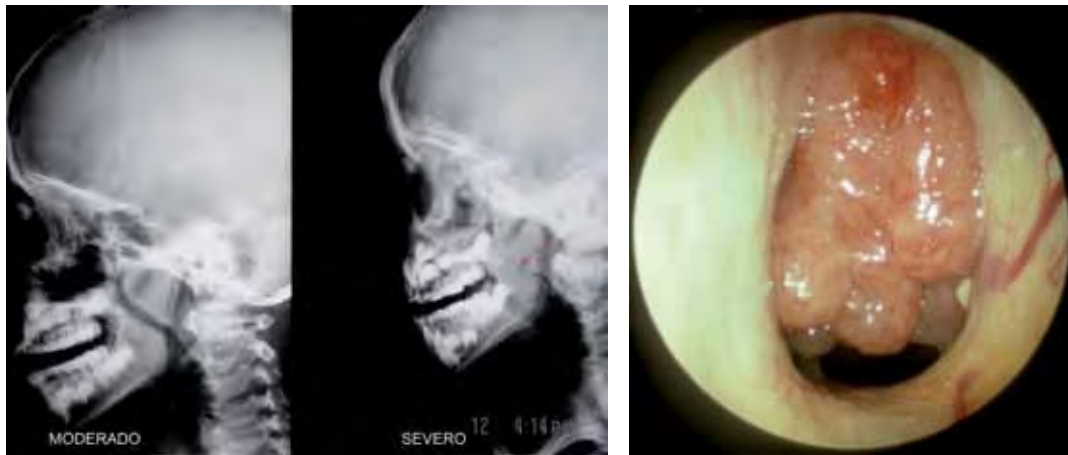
Hipertrofia adenoidea. Radiografía lateral de cavum (moderada y severa). Imagen endoscópica de nasofaringe ocupada por vegetaciones.
